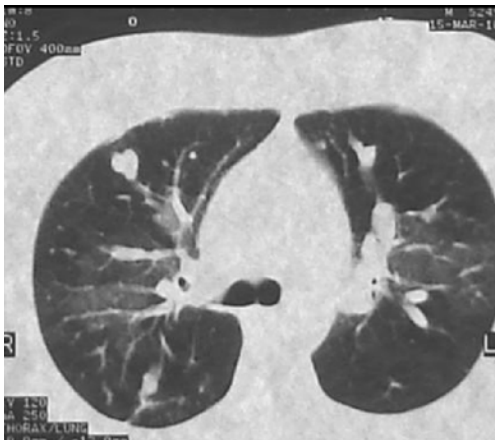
TAC Tx. Pieza quirúrgica. Correlación de la Imagen y la lesión.
